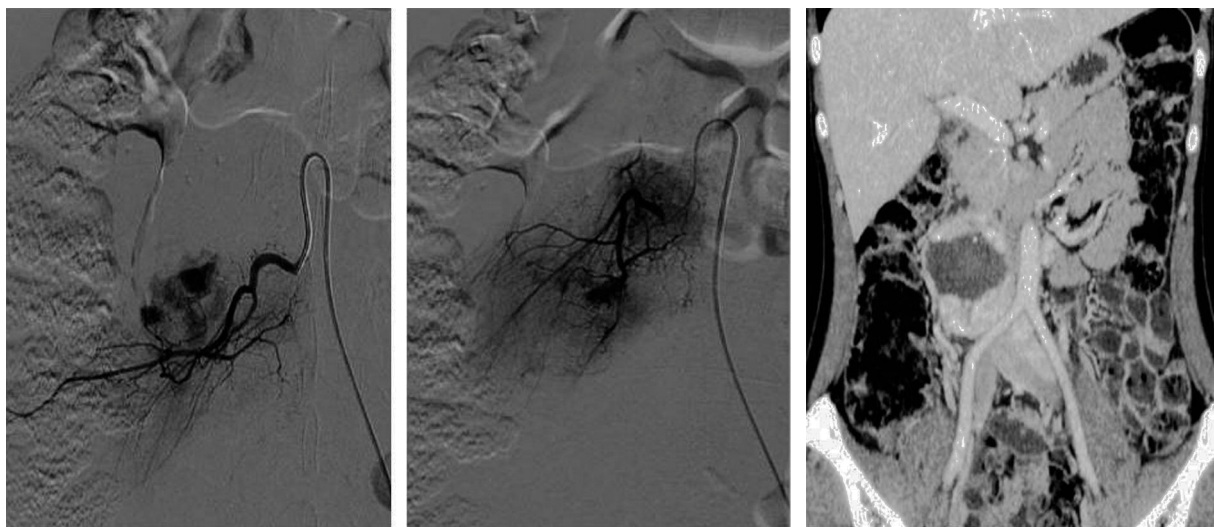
Imágenes de las 2 embolizaciones selectivas y angio-TAC de control posterior con reducción del tamaño de la masa y de la compresión tumoral.
